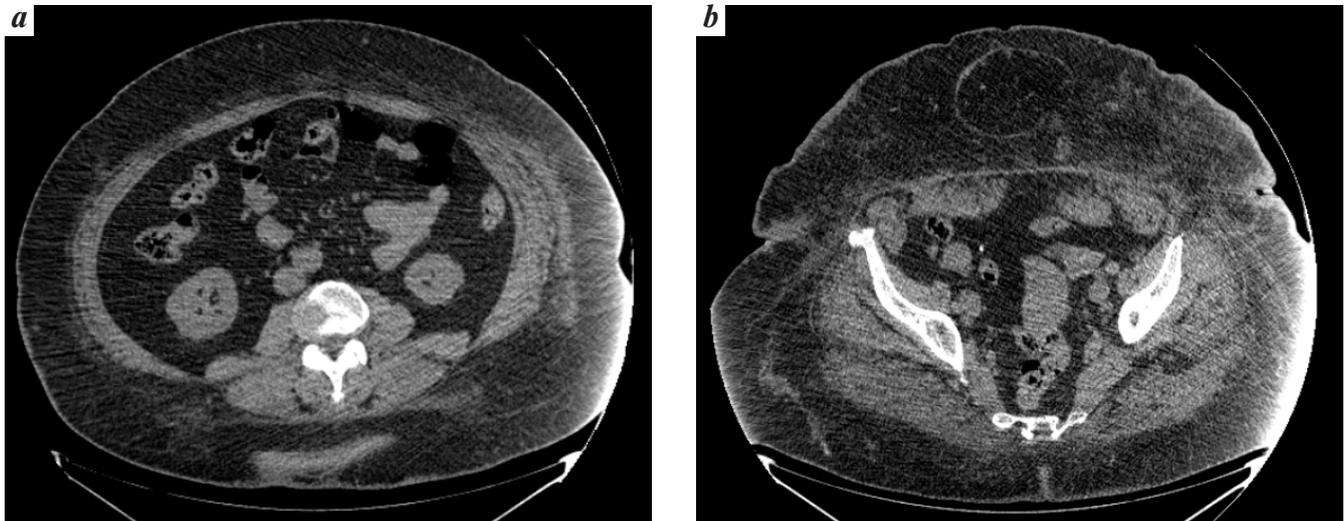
Компьютерная томография органов грудной клетки (а) и органов брюшной полости (b): морбидное ожирение 3-й степени
